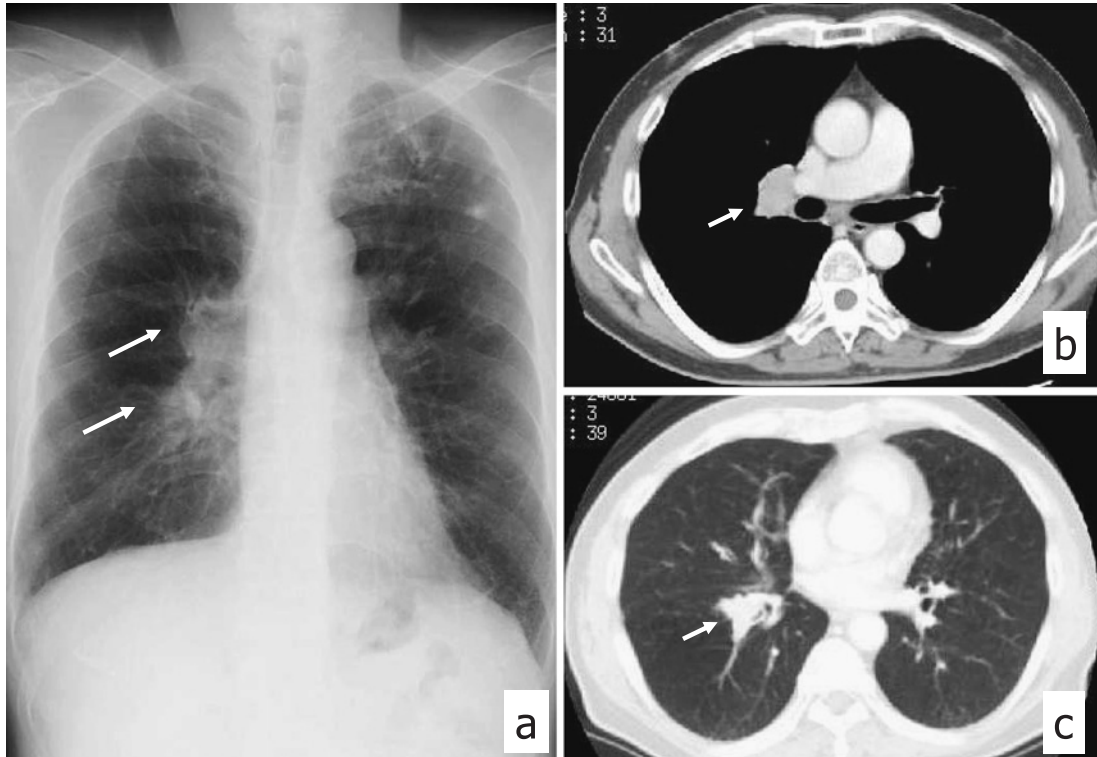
Chest radiograph on November, 2005 (on admission) shows right hilar lymphadenopathy (arrows), and small nodular shadows in the left upper lung field (a). Chest CT scans on November, 2005 (on admission) show right hilar and subcarinal lymphadenopathy (b), and a mass in the right S⁸ (c).
